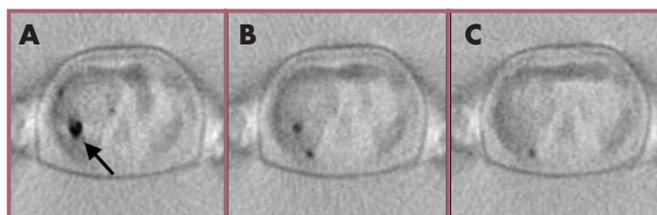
Cortes transversales del hígado a distintos niveles en un estudio PET- ^{18}F FDG realizado a un paciente con un carcinoma de colon. La TC detecta un nódulo único de 3 cm en el lóbulo derecho sospechoso de metástasis (flecha). La imagen de emisión PET (no corregida por atenuación) demuestra la presencia de otros 3 nódulos de pequeño tamaño en diferentes localizaciones del lóbulo derecho, no detectadas por la TC.
